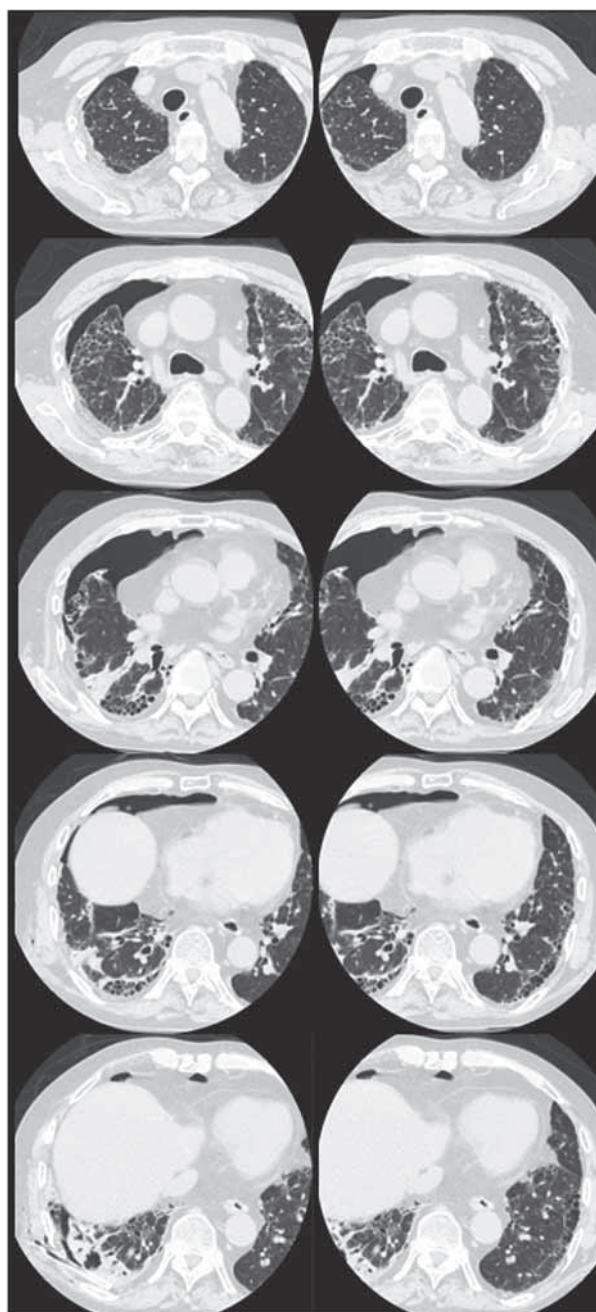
Chest computed tomogram after trocar catheter insertion showing highly fibrous lesions and cavity lesions in the right lung bottom district.
